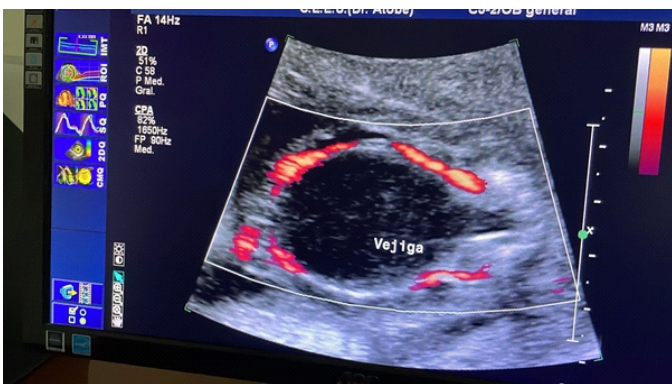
Ecografía de las 17,2 semanas, posterior a la punción y drenaje se observa la vejiga de tamaño normal. Con el Power Doppler se visualizan las arterias umbilicales que bordean la vejiga.
